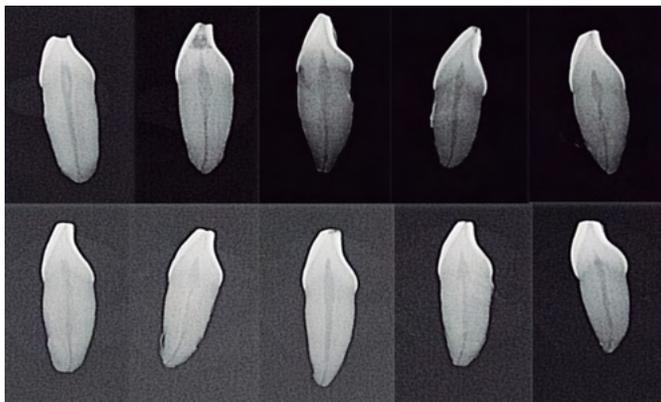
Radiografias periapicais no sentido médio distal para análise da largura do canal. Pouca curvatura e canal único
